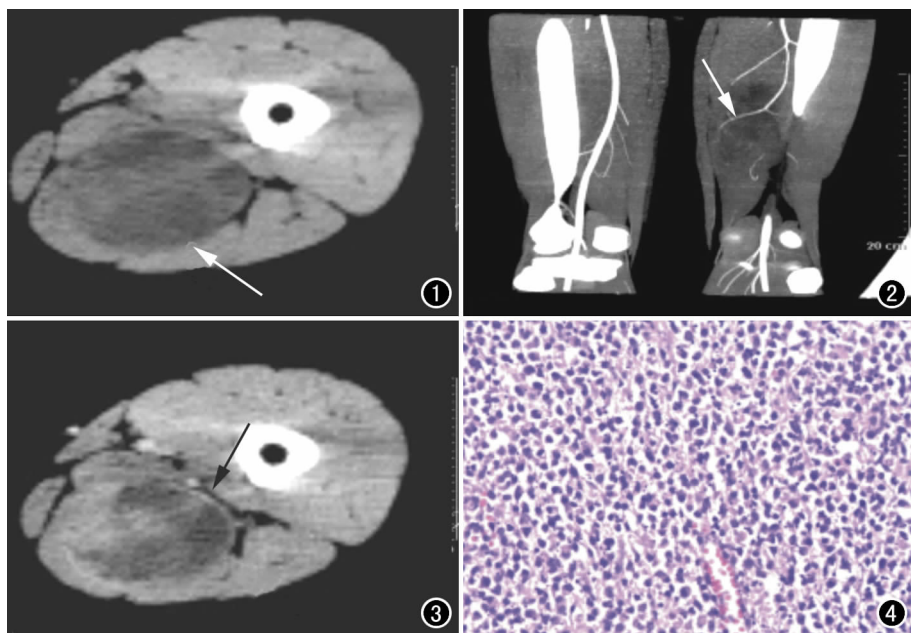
CT平扫示左大腿内侧椭圆形低密度影,其内密度不均匀(箭)。图2 动脉期MIP示左侧股深动脉穿支小动脉(箭)进入瘤体。图3 静脉期横轴面图像示左大腿病灶呈不均匀强化,可见包膜(箭)。图4 光镜下可见规则排列的卵圆形或小梭形细胞结构(×20, HE)。
